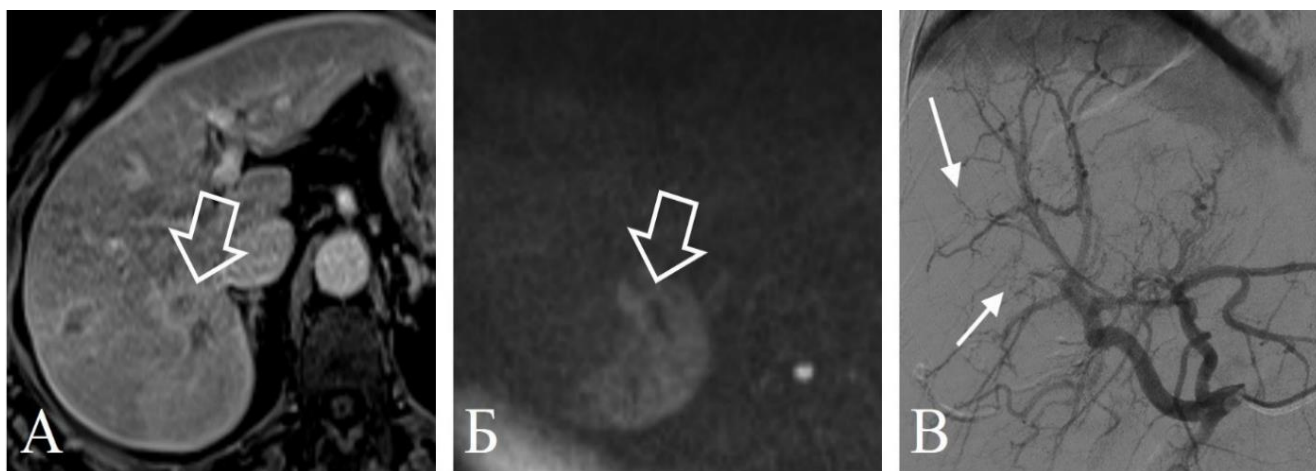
Та же пациентка, через 16 нед. после ТЛЛНМ. МРТ в венозную фазу (А) показывает уменьшение размеров очагов и менее выраженное сегментарное повышенное контрастирование паренхимы печени (объемная стрелка). На МРТ в режиме ДВИ (Б) сохраняется ограничение диффузии от уменьшившегося очага и измененной паренхимы печени. Ангиограмма (В) демонстрирует восстановление кровоснабжения 6 сегмента за счет коллатералей из смежных областей (стрелки)
